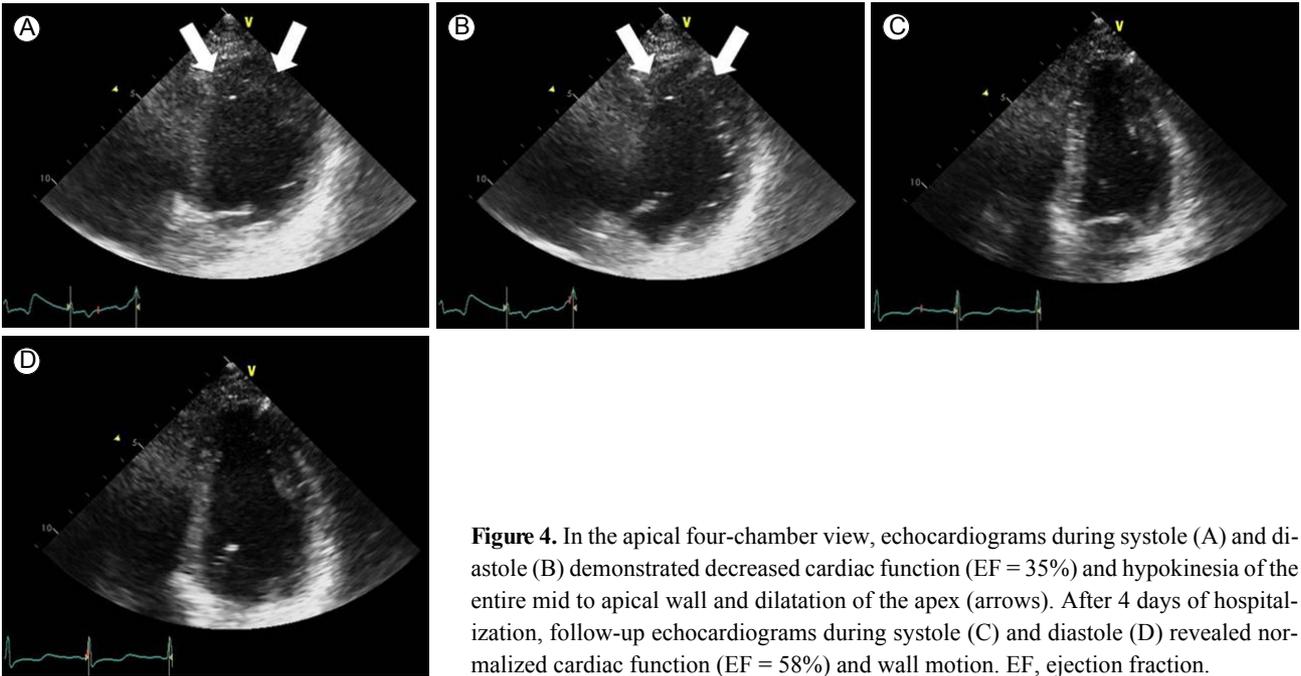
In the apical four-chamber view, echocardiograms during systole (A) and diastole (B) demonstrated decreased cardiac function (EF = 35%) and hypokinesia of the entire mid to apical wall and dilatation of the apex (arrows). After 4 days of hospitalization, follow-up echocardiograms during systole (C) and diastole (D) revealed normalized cardiac function (EF = 58%) and wall motion. EF, ejection fraction.
